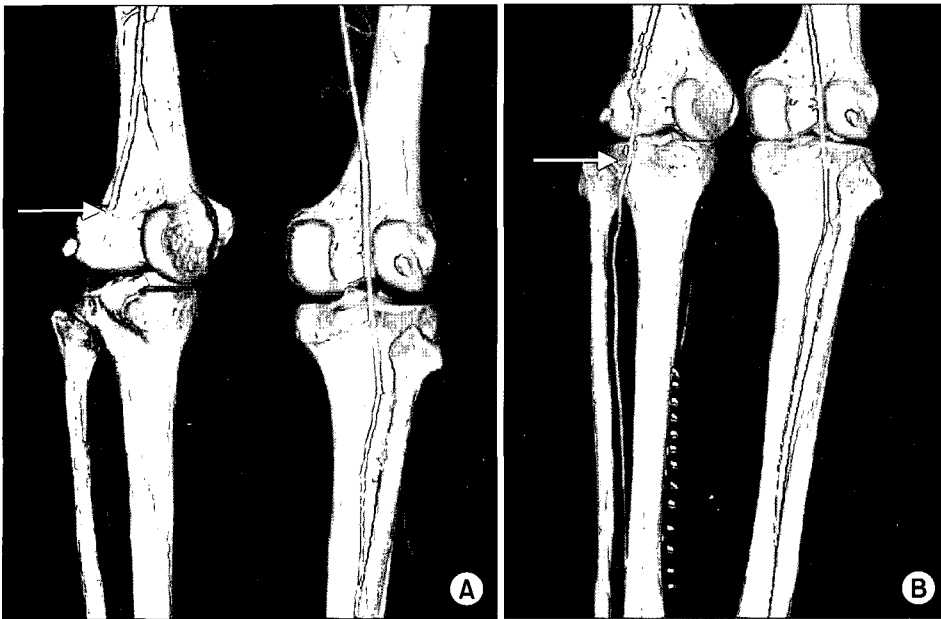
Preop CT-angiogram shows the obstruction of left popliteal artery (white arrow) (A). Post-op CT-angiogram shows revascularization of left distal popliteal artery (white arrow) (B).
